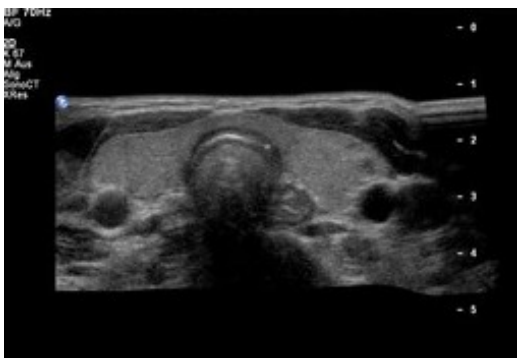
Sonogramm der Schilddrüse (www.sonographiebilder.de, 14.10. 2014)
